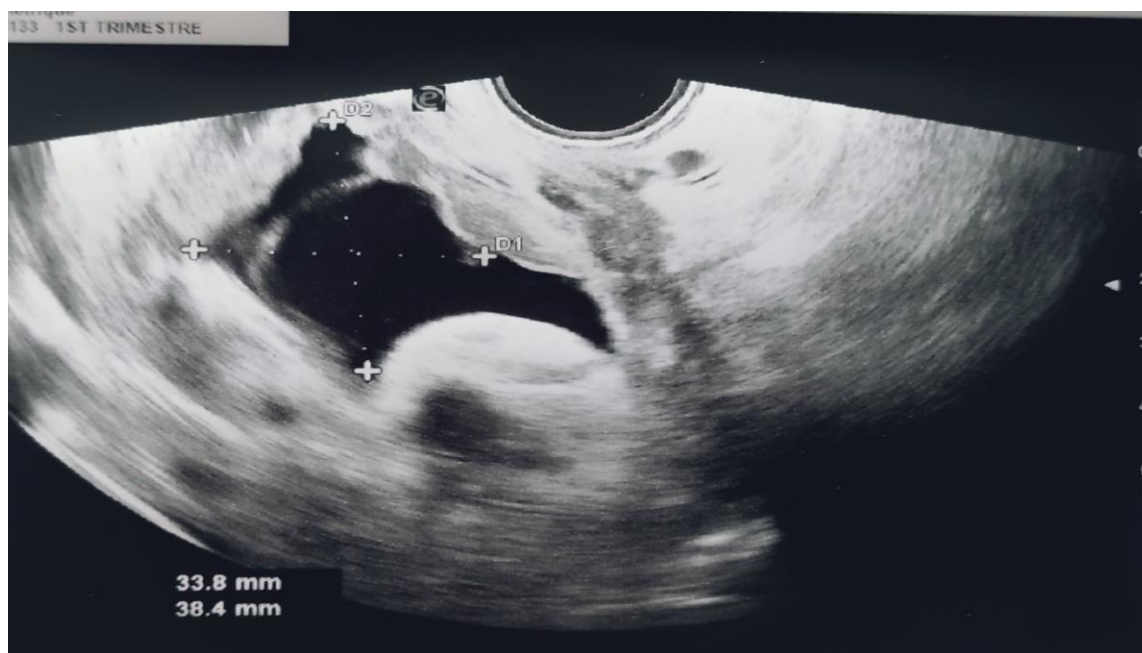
Image échographique objectivant un œuf clair de 38.4/33.8 mm
